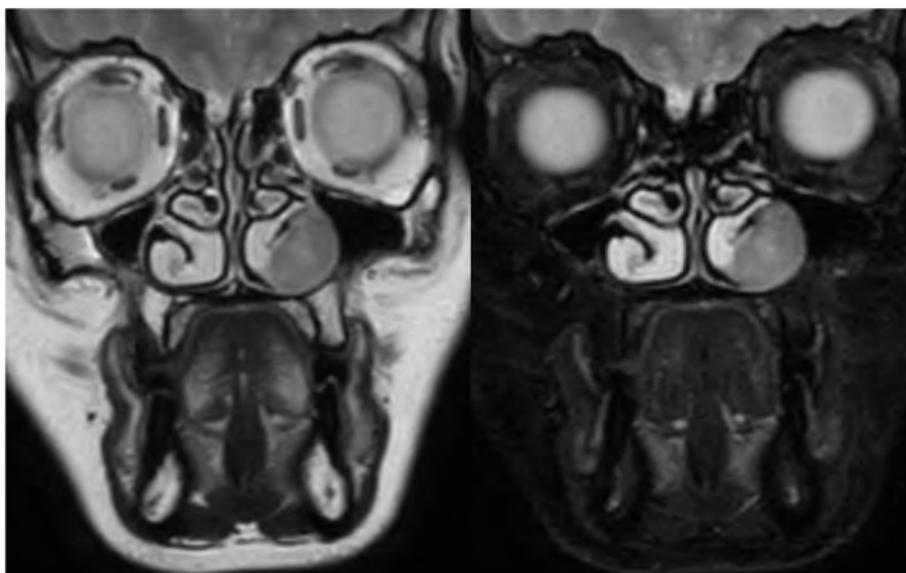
RMN coronal en T2; a la izquierda corte simple y a la derecha en FAT.
